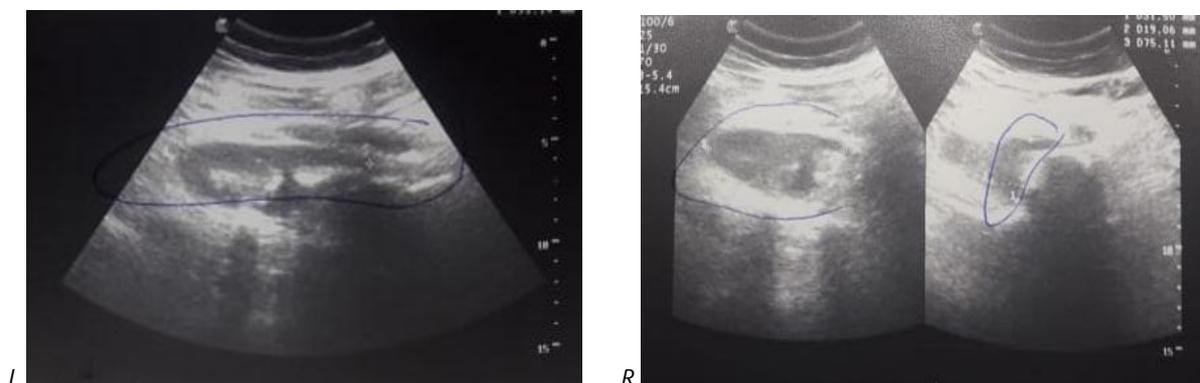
УЗИ пациентки И., 38 лет, слева – превертебральный абсцесс (L), справа – паравerteбральные абсцессы (R)
